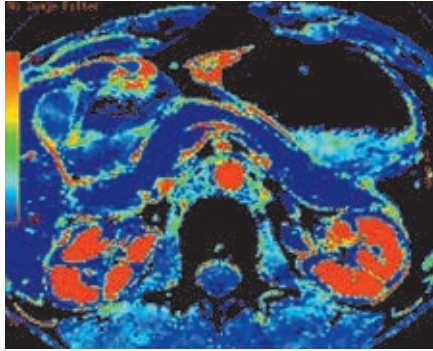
Перфузионная компьютерная томограмма. Цветная параметрическая карта проницаемости стенок капилляров поджелудочной железы в интерстициальную фазу (PS). Паренхима ПЖ в норме характеризуется равномерным синим окрашиванием
